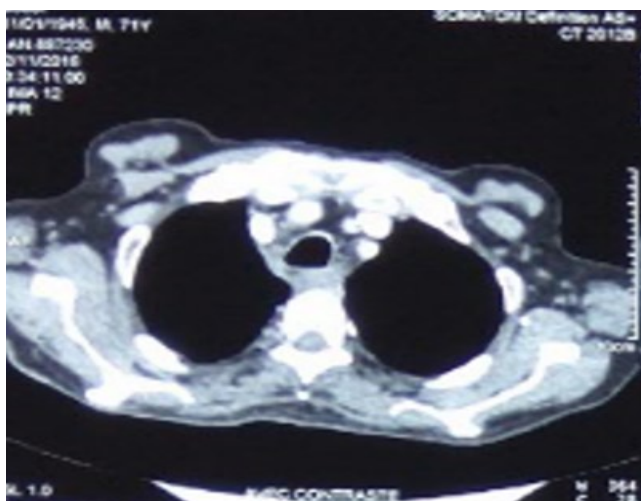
TDM thoracique montrant des adénopathies pré trachéales.
